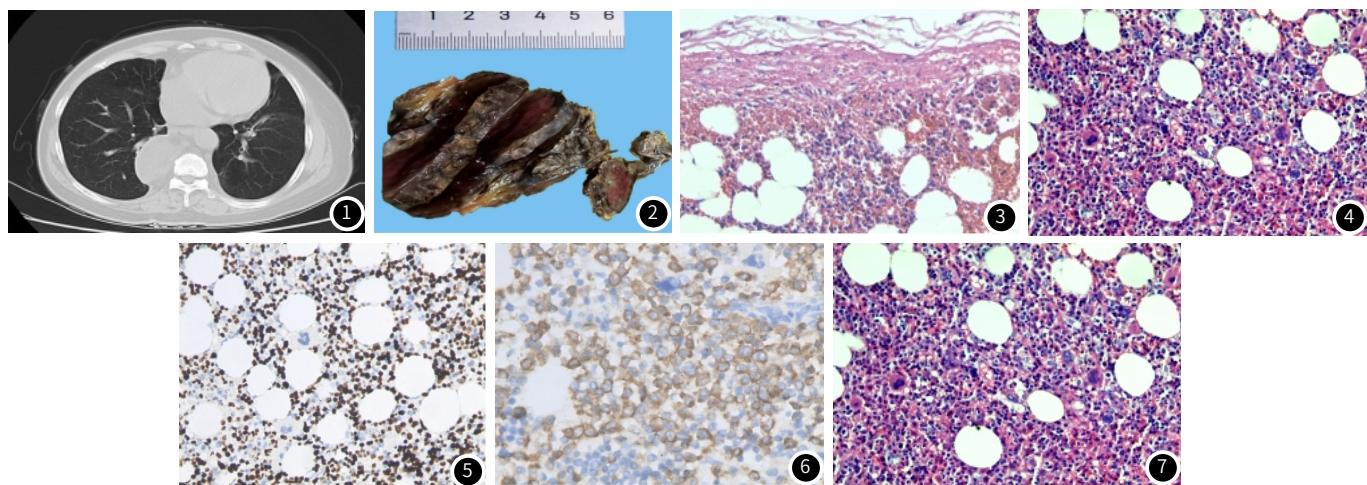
后纵隔髓性脂肪瘤CT检查。后纵隔脊柱旁占位性病变，范围约55mm×39mm界限清楚，密度不均匀。图2 后纵隔髓性脂肪瘤大体检查。包膜完整，切面深褐色及淡黄色，质软。图3 后纵隔髓性脂肪瘤组织学。低倍镜，包膜完整，肿瘤由脂肪和骨髓组成，肿瘤内出血。HE染色×4倍。
